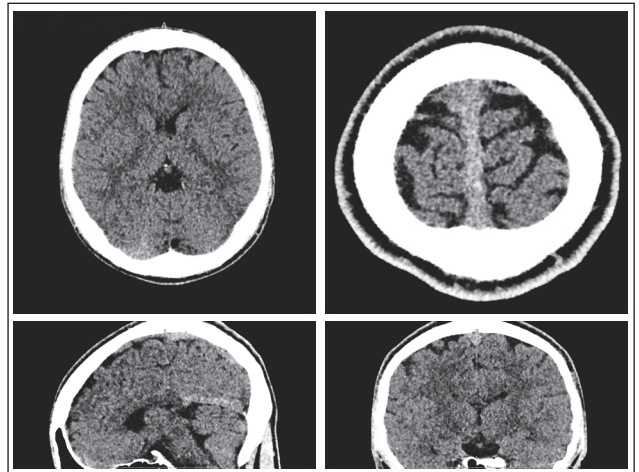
КТ головного мозку пацієнта. Визначаються ознаки дифузного іоногенного набряку паренхіми мозку, більш вираженого справа. Верхній сагітальний синус розширений у ділянці задньої третини, підвищеної щільності. Серединні структури не зміщені
